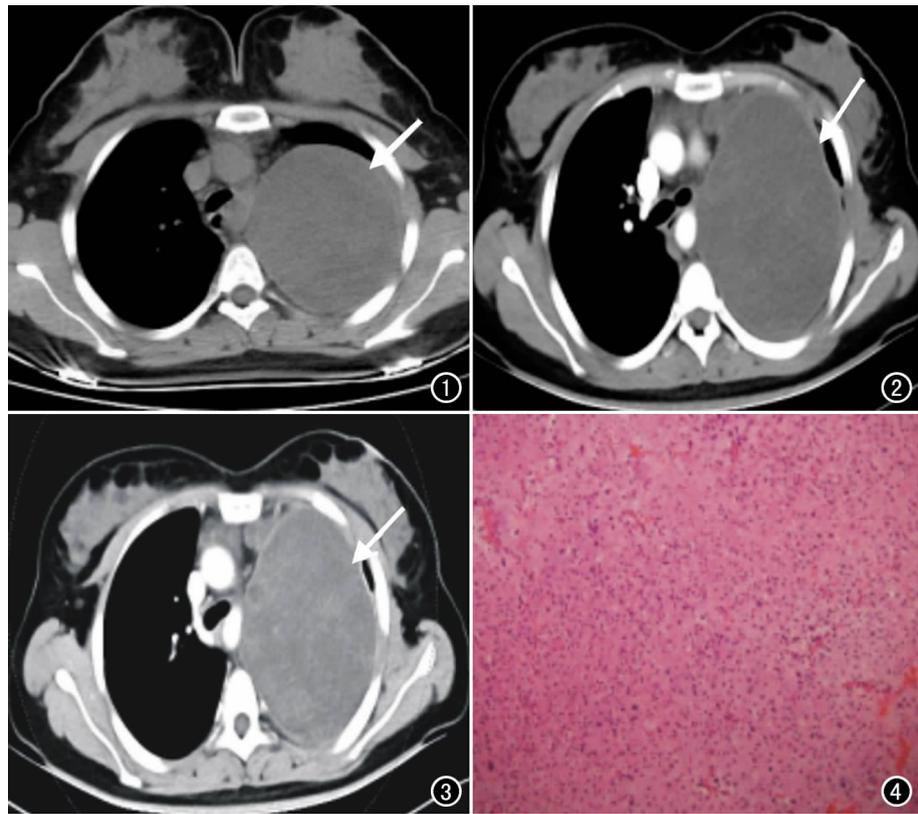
CT平扫示后纵膈巨大囊样低密度影(箭),并突向左侧胸腔。
